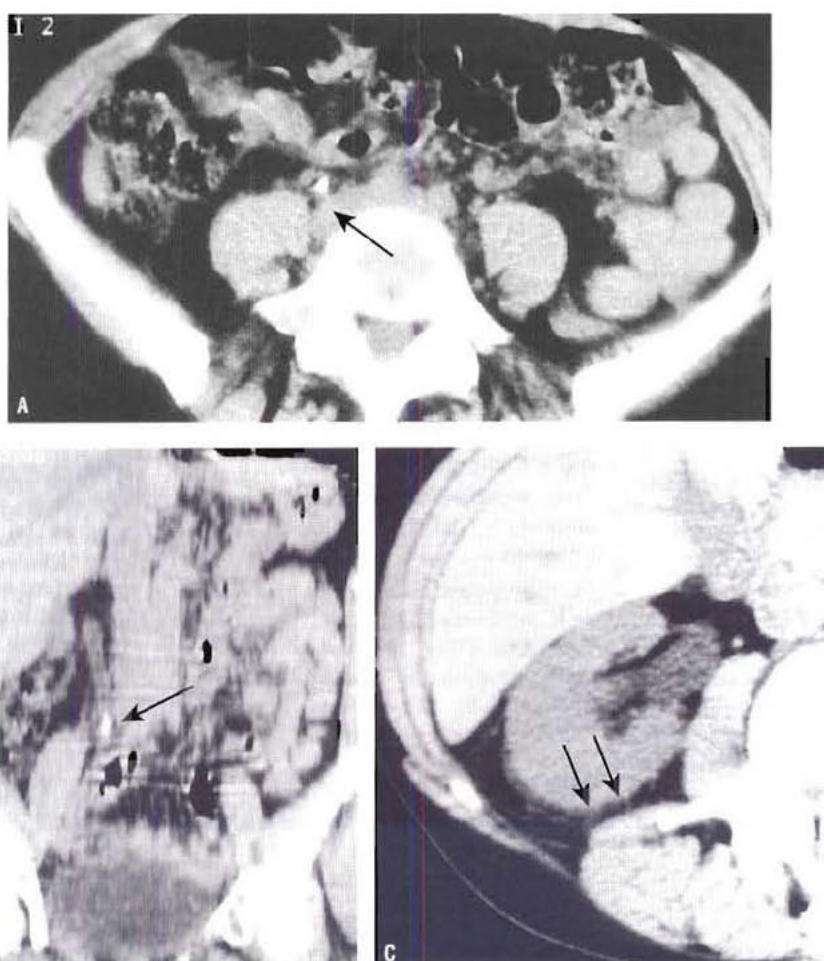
(A) TDM spiralee sans injection : diagnostic rapide d'un calcul urétéral droit responsable d'une colique néphrétique. (B) Reconstruction coronale montrant l'uretère droit dilaté en amont du calcul (flèche). (C) TDM du rein droit. L'obstruction entraîne un œdème périrénal (signe indirect) responsable d'une infiltration de la graisse péri-rénale (flèches).
